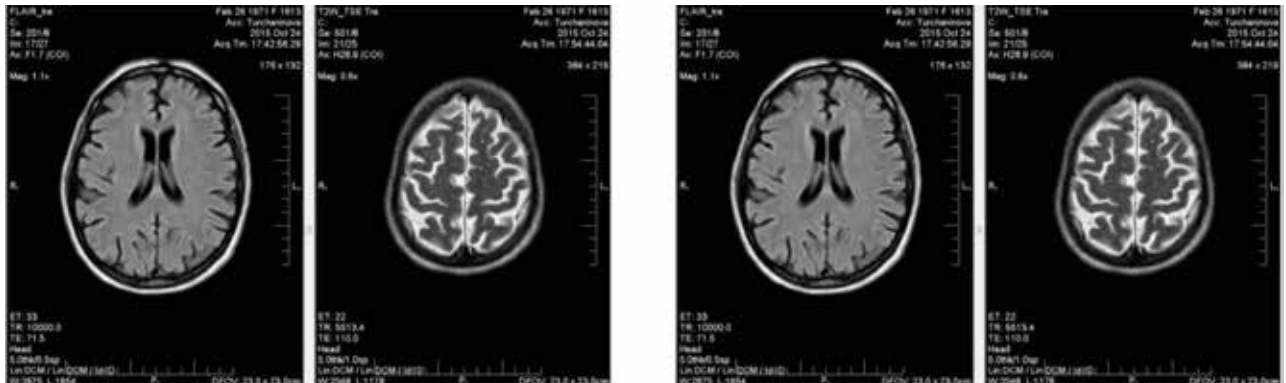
МРТ головного мозга пациентки с нейросифилисом. Проявление сосудистой энцефалопатии. T2-взвешенные изображения в аксиальной и коронарной проекциях. Расширены боковые желудочки. Расширены субарахноидальные пространства полушарий головного мозга, расширены латеральные борозды. Признаки церебральной субатрофии
